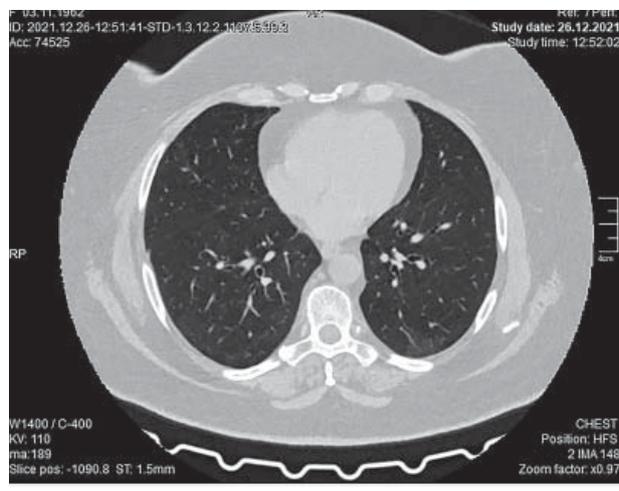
КТ ОГК від 26.12.2021 р. хворої К. на тому самому рівні. Аксіальний зріз
